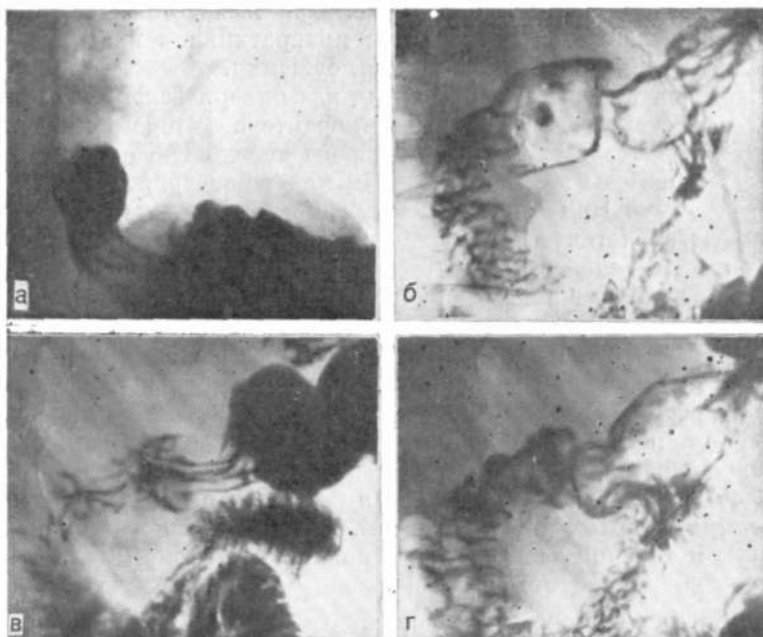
Прицельные рентгенограммы пищеводно-желудочного перехода (а), луковицы двенадцатиперстной кишки (б) и выходного отдела желудка (в). Язвенная болезнь с локализацией язвы в двенадцатиперстной кишке, осложненная аксиальной кардиальной нефиксированной грыжей пищеводно-желудочного отверстия и рефлюкс-эзофагитом.
